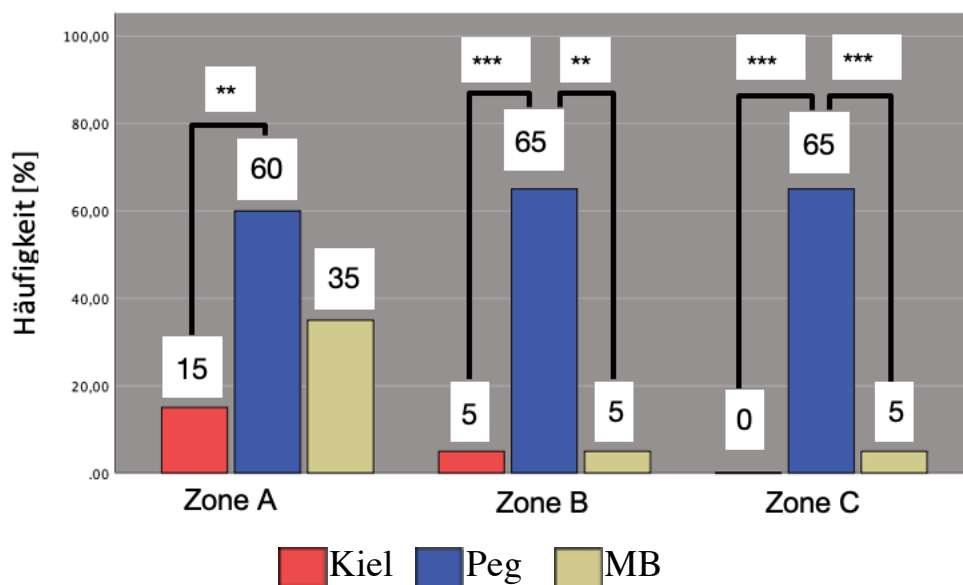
Häufigkeit der Osteolyse pro Zone im true-a.p. Röntgenbild im Gruppenvergleich ( entspricht $p < 0,01$; * entspricht $p = 0,001$)
